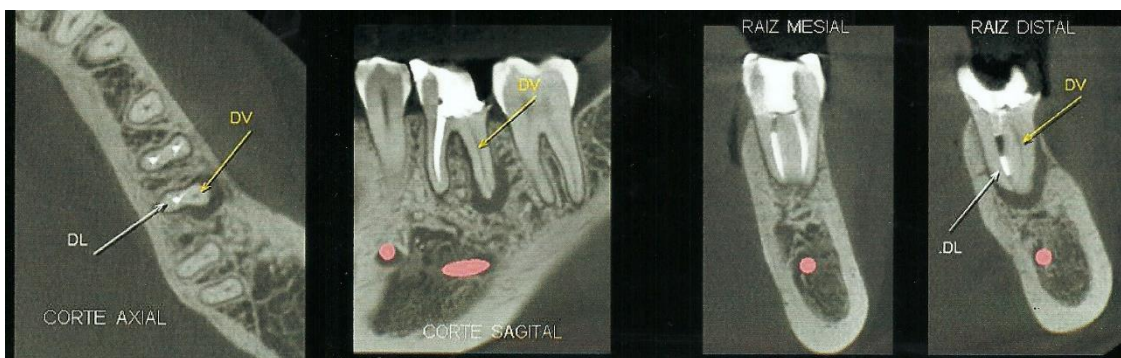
Imagens tridimensionais [proporcionadas pelo uso da de TCFC e seus cortes axial, sagital e coronal respectivamente, diagnosticando a presença de um canal disto-vestibular não tratado e lesão periapical extensa referente a raiz radicular em questão.
